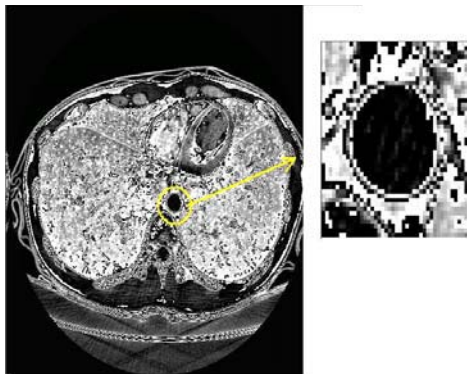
Extracting point data from the CT
